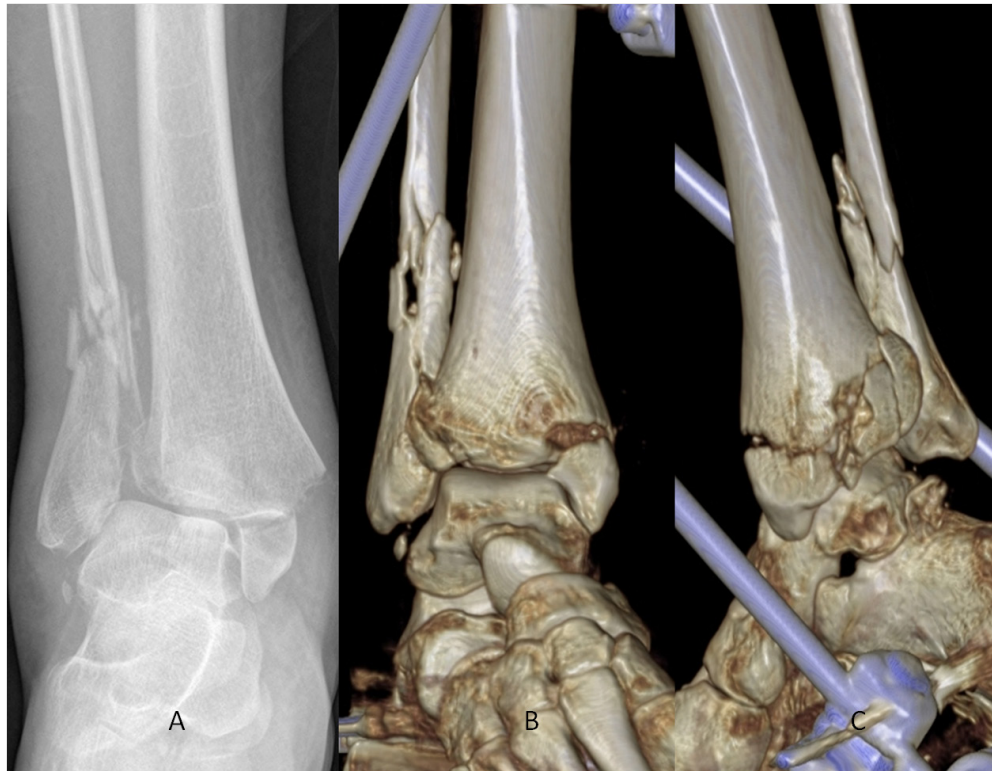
TC de tobillo y reconstrucción tridimensional.
